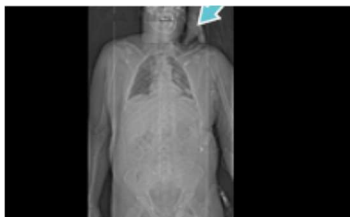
具复合治疗思维的 CTA。CTA 期间手动压迫 I 区颈部出血以排除胸腔血管或薄壁组织损伤。随后进行开放修复。此照片表明, 如果你的 CTA 在隔壁, 有时你可做 CTA 并获取更多关键信息。有时这可能是一个非常不明智(甚至愚蠢)的想法! 明智地使用这些资源。
